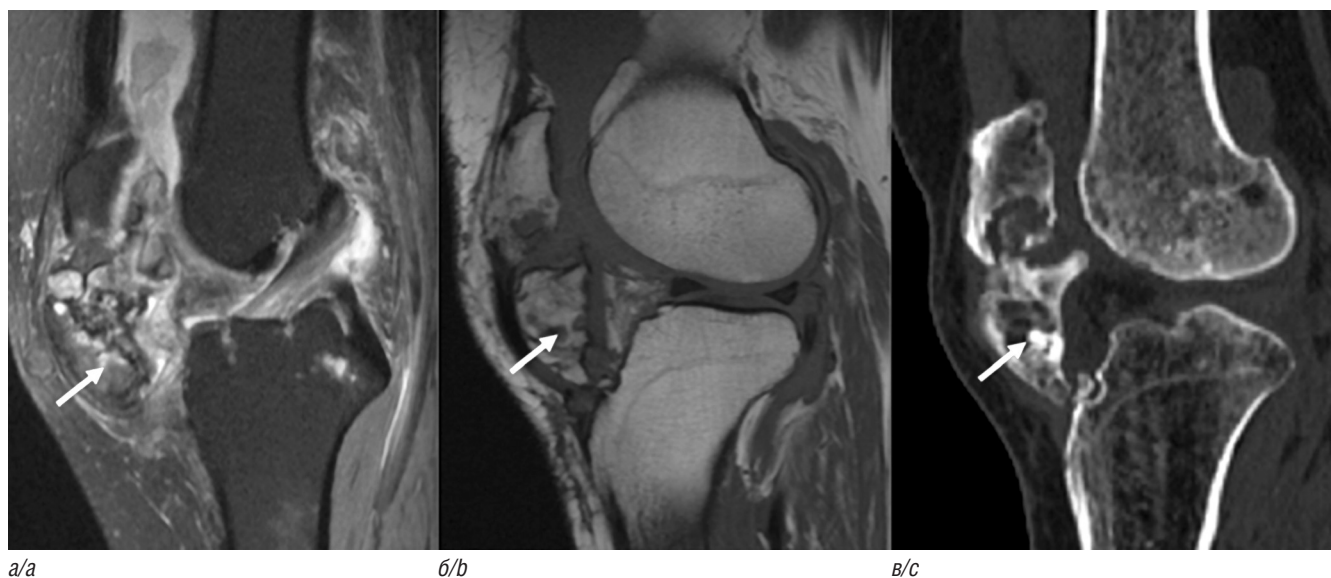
PD FS ВИ в сагиттальной плоскости (а); T1 ВИ в сагиттальной плоскости (б); КТ в костном окне, сагиттальная плоскость (в). Параартикулярная остеохондрома жирового тела Гоффа. Внутриуставное костно-хрящевое образование (стрелка) с отеком и разволокнением жирового тела Гоффа, контактной эрозией надколенника и большеберцового плато. Оссификация отчетливо визуализируется на КТ (в) [6]
